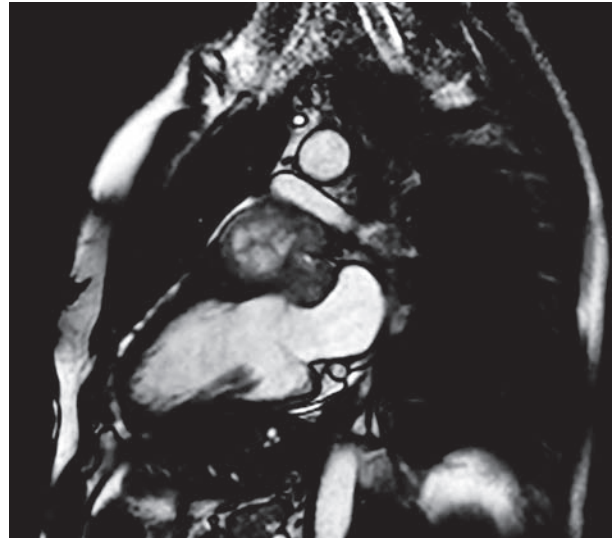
Resonancia magnética cardíaca (año 2013): masa tumoral redondeada, con bordes irregulares, de 70 x 51 mm, infiltrando y en relación directa con la región anterobasal y anterolaterobasal del ventrículo izquierdo, desplazando al tronco de la arteria pulmonar. Presenta un comportamiento heterogéneo, con tendencia a la hiperintensidad con núcleo central de mayor intensidad con presencia de pseudoseptos en su interior.
